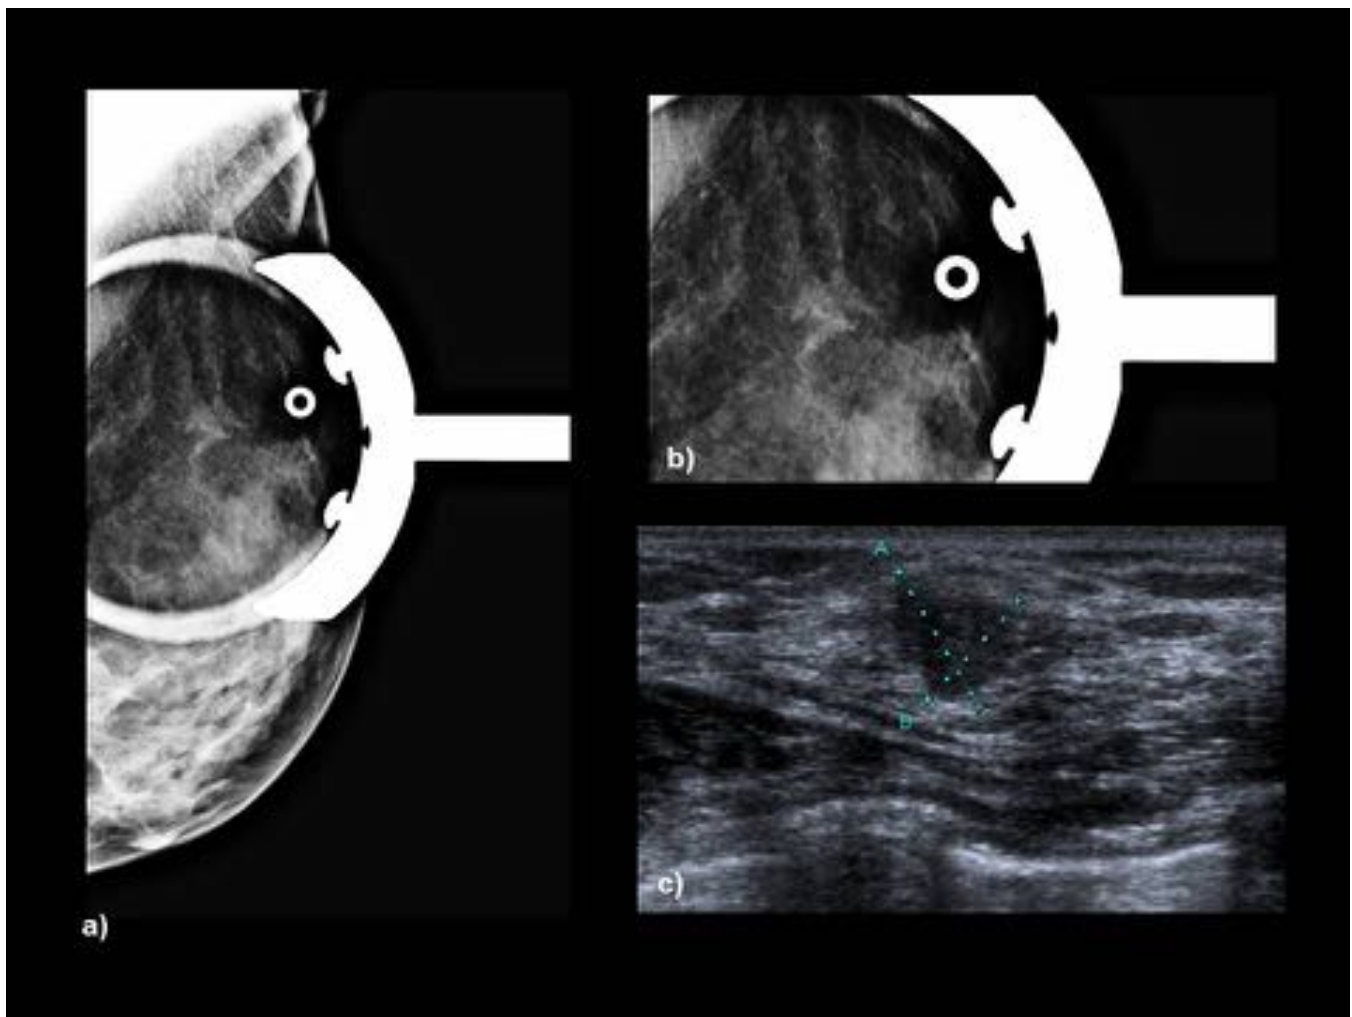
Micrometástasis en el ganglio centinela. La mamografía -proyección localizada- (a, b) y la ecografía (c) muestran un nódulo de contornos mal definidos, sospechoso de malignidad (Birads 4). AP (BAG ecoguiada): Carcinoma ductal infiltrante. Biopsia quirúrgica: CDI grado II. BSGC con micrometástasis.
